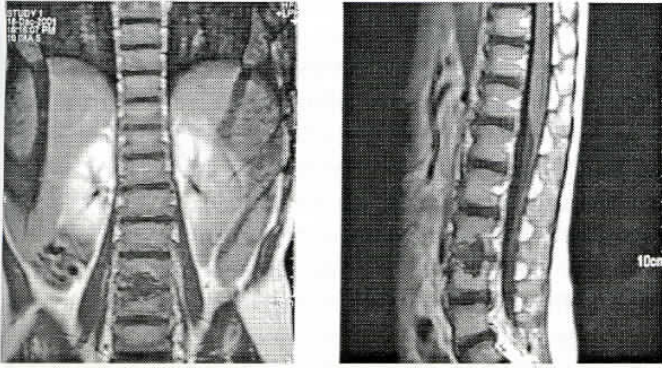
Ressonância Magnética Nuclear da coluna dorso-lombar. Ponderação T1. Perda da distinção entre corpo e disco vertebral. Irregularidade das plataformas vertebrais adjacentes ao disco envolvido.
